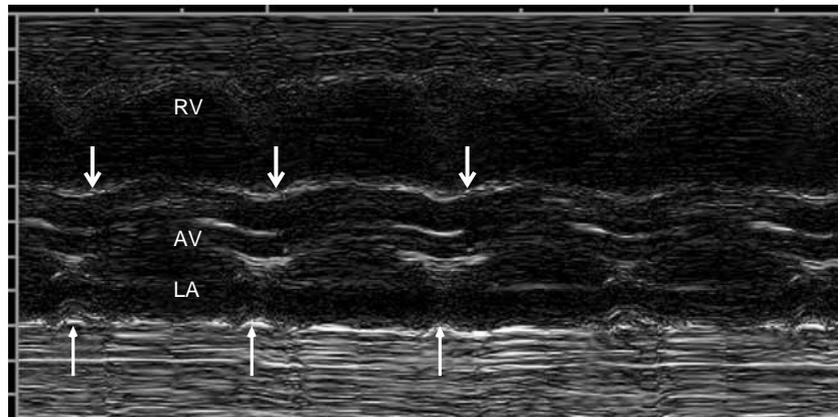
Mモードエコーによる不整脈解析法：Mモードカーソルを大動脈弁，左房を通過するように設定する方法。
